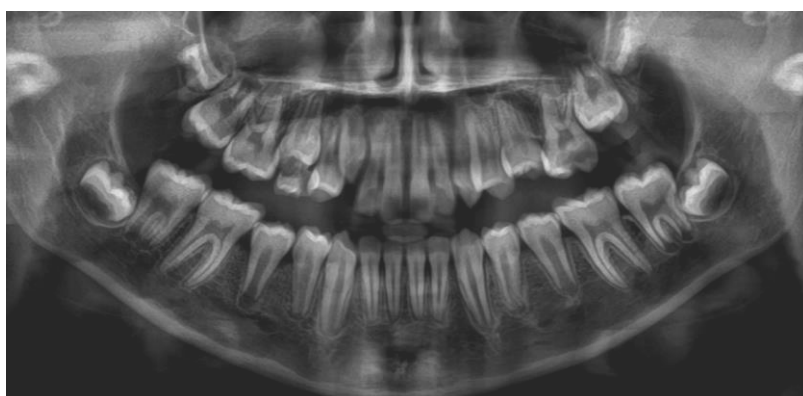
Radiografia panorâmica inicial da paciente I.S.G. Fonte: Arquivo pessoal.
